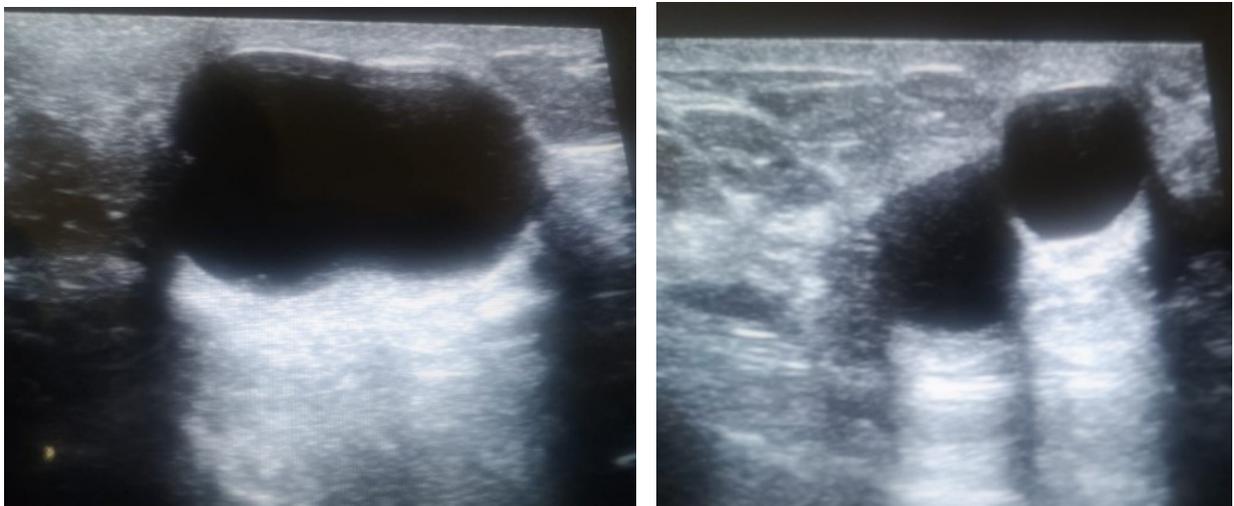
Formations kystiques, de forme ovale, à paroi fine et régulière, de contenu anéchogène, sans végétation ni cloison endo-kystique, responsables d'un renforcement postérieur et ne s'allumant pas au doppler couleur, classées ACR2.
